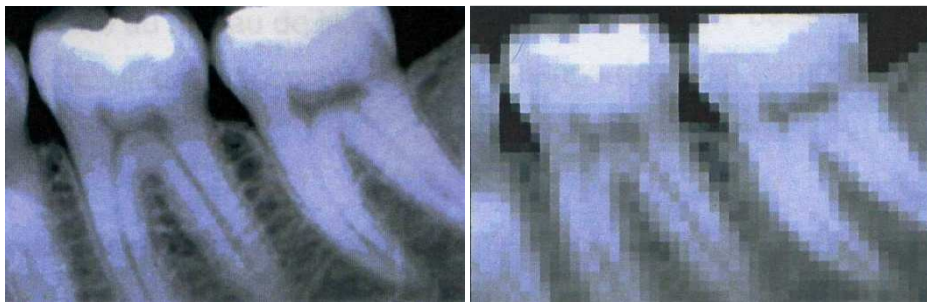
Radiographies avec une résolution de 300 dpi (à gauche) et de 30 dpi (à droite) [58]
